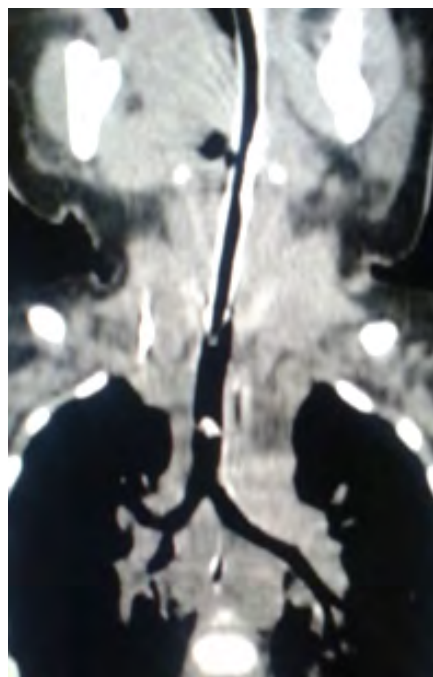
Tomografía Axial Computarizada de Tórax, corte coronal. Cuerpo extraño a 2 cm de la carina (grano de maíz). Fuente. Base de datos de la investigación.
